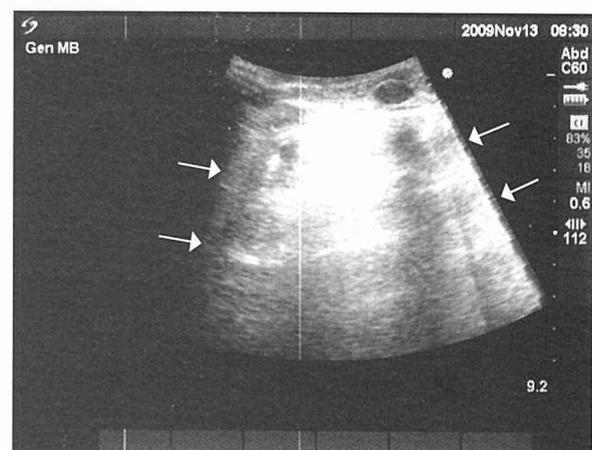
今回の症例での肺超音波検査の所見例(2例目, 手術前右肺). 矢印の部分にA-lineを認めるが, B-lineは明らかでない. A-line predominantとした.
